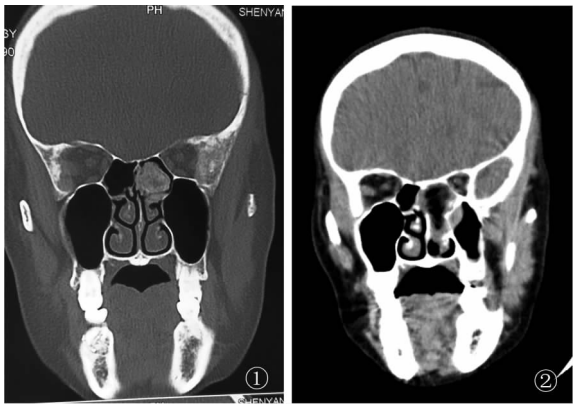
术前 CT 图像示骨瘤位于筛窦内,肿瘤内有低密度影,显示内部有血窦存在 图 2 术后 4 d 复查 CT 图像,示肿瘤彻底切除
